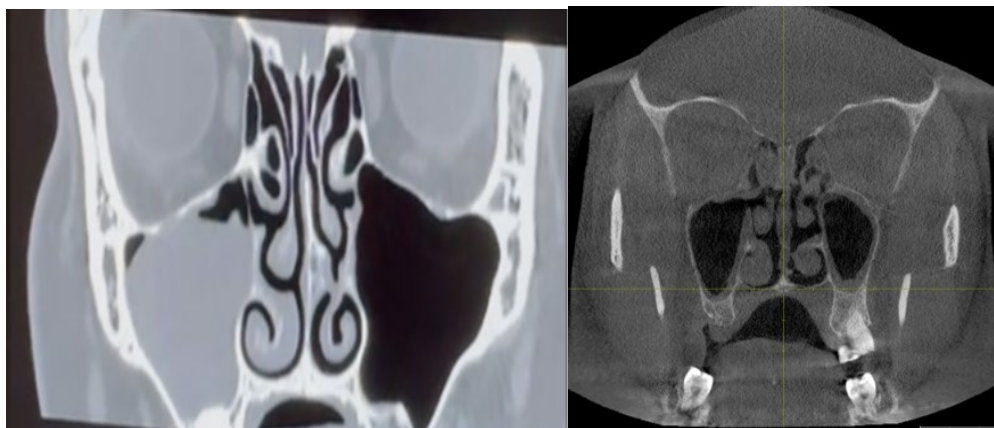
Компьютерная томография околоносовых пазух до и после установки имплантата
